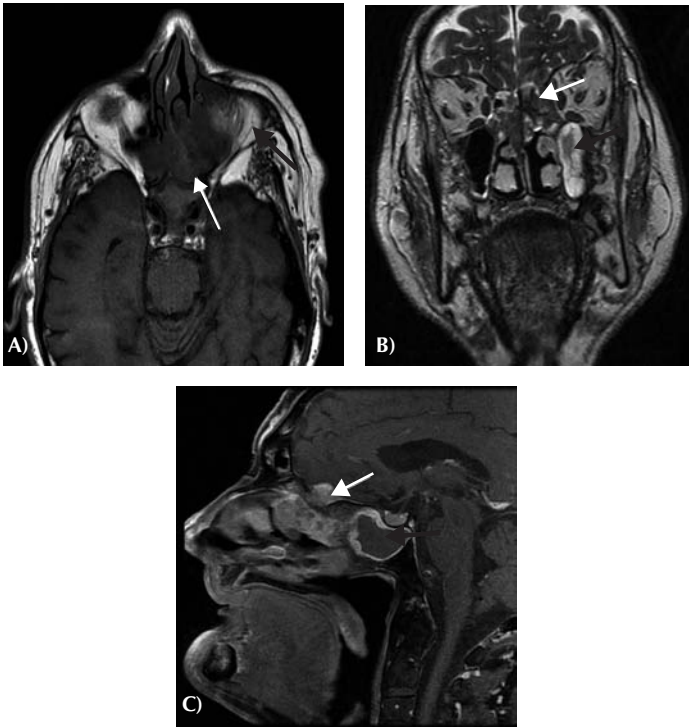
IRM du massif facial, sans et avec injection de gadolinium, d'un adénocarcinome ethmoïdal. A) Coupe axiale en T1 : la tumeur est visible sous la forme d'une masse tissulaire en hyposignal (flèche blanche), avec rétention dans le sinus maxillaire gauche en hypersignal (flèche noire). B) Coupe coronale en T2 : la tumeur est en hyposignal (flèche blanche) et la rétention en hypersignal hétérogène (flèche noire). C) Coupe sagittale en T1 avec saturation du signal de la graisse et injection de gadolinium : la lésion se rehausse, avec une extension vers la base du crâne et la méninge (flèche blanche) ; on note la présence d'une rétention dans le sinus sphénoïdal en hyposignal, qui ne se rehausse pas (flèche noire), entourée d'une muqueuse inflammatoire qui se rehausse.
